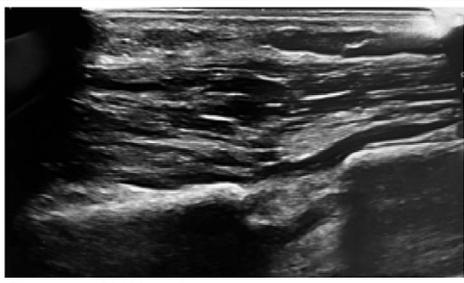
УЗИ области остеотомии через 6 мес. после PFO: смещенный проксимальный отломок малоберцовой кости компримирует глубокую ветвь общего малоберцового нерва.
